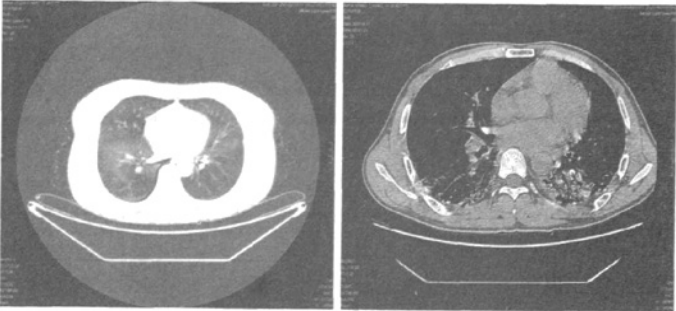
急性百草枯中毒患者 HRCT 示肺部渗出性改变(左、右)
